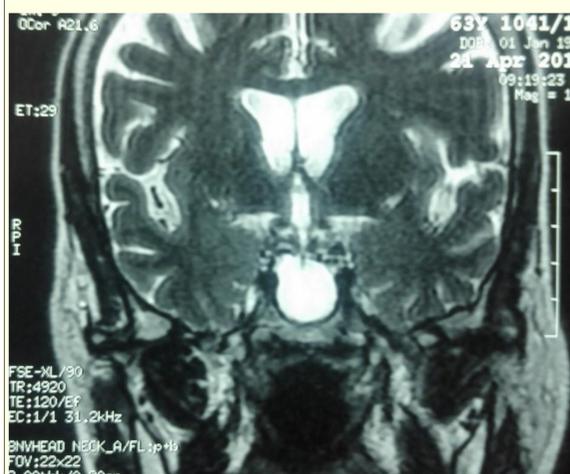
IRM T2 : selle turcique vide ( coupe coronale)
